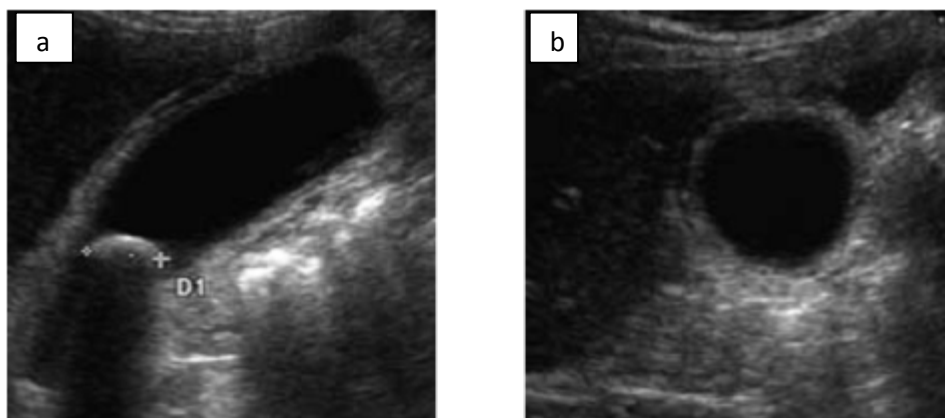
Aspect échographique d'une cholécystite aiguë [44].
